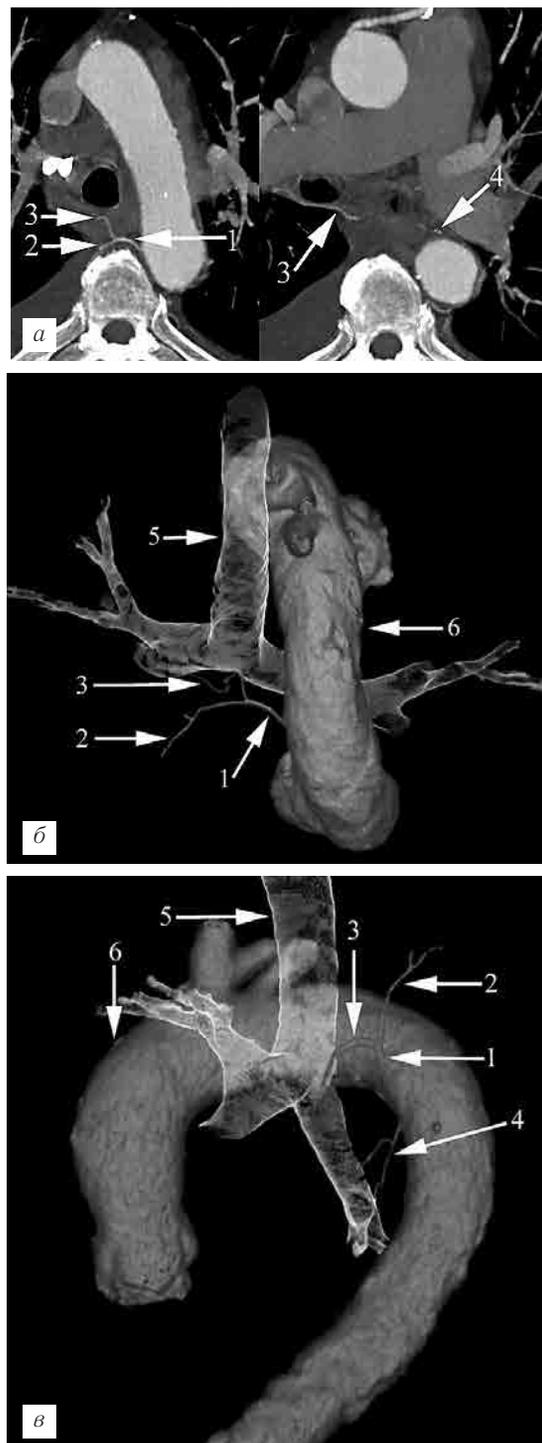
Типичный вариант отхождения бронхиальных артерий от аорты (1 тип по Cauldwell и соавт., 2 тип по Yoshiaki и соавт.). Одна правая бронхиальная артерия отходит от межреберно-бронхиального ствола, две левые бронхиальные артерии отходят от нисходящей части грудного отдела аорты общим стволом: а — фрагменты компьютерных томограмм в режиме МIP; б, в — трехмерные реконструкции бронхиальных артерий. 1 — межреберно-бронхиальный ствол, 2 — межреберная артерия, 3 — правая бронхиальная артерия, 4 — две левые бронхиальные артерии непосредственно ниже отхождения от аорты, 5 — трахея и бронхи, 6 — аорта.
